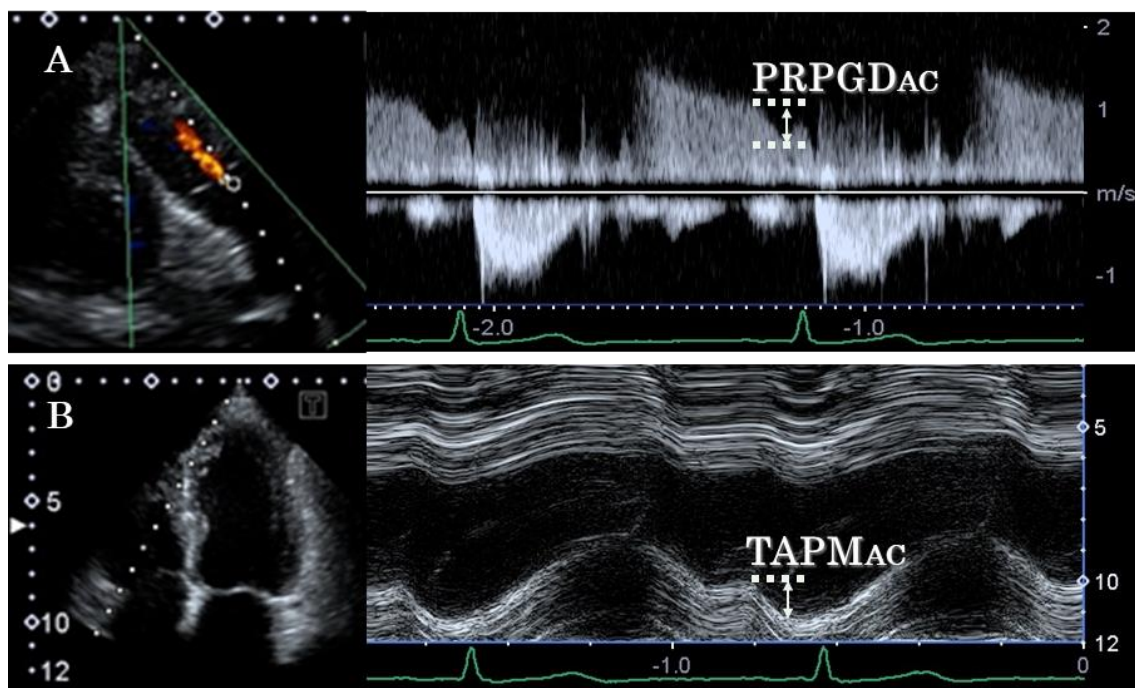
心エコー法による右室硬さ指標の計測方法
